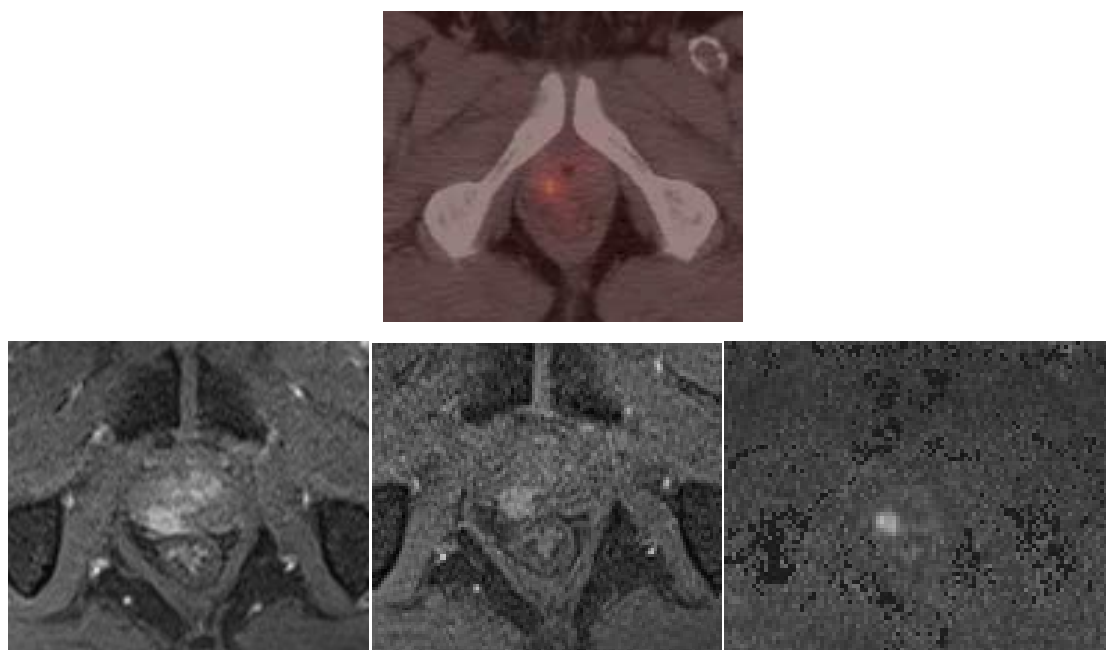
Caso3: Imágenes representativas de la localización de la recidiva en PET-CT colina (arriba) y RMmp (abajo)
